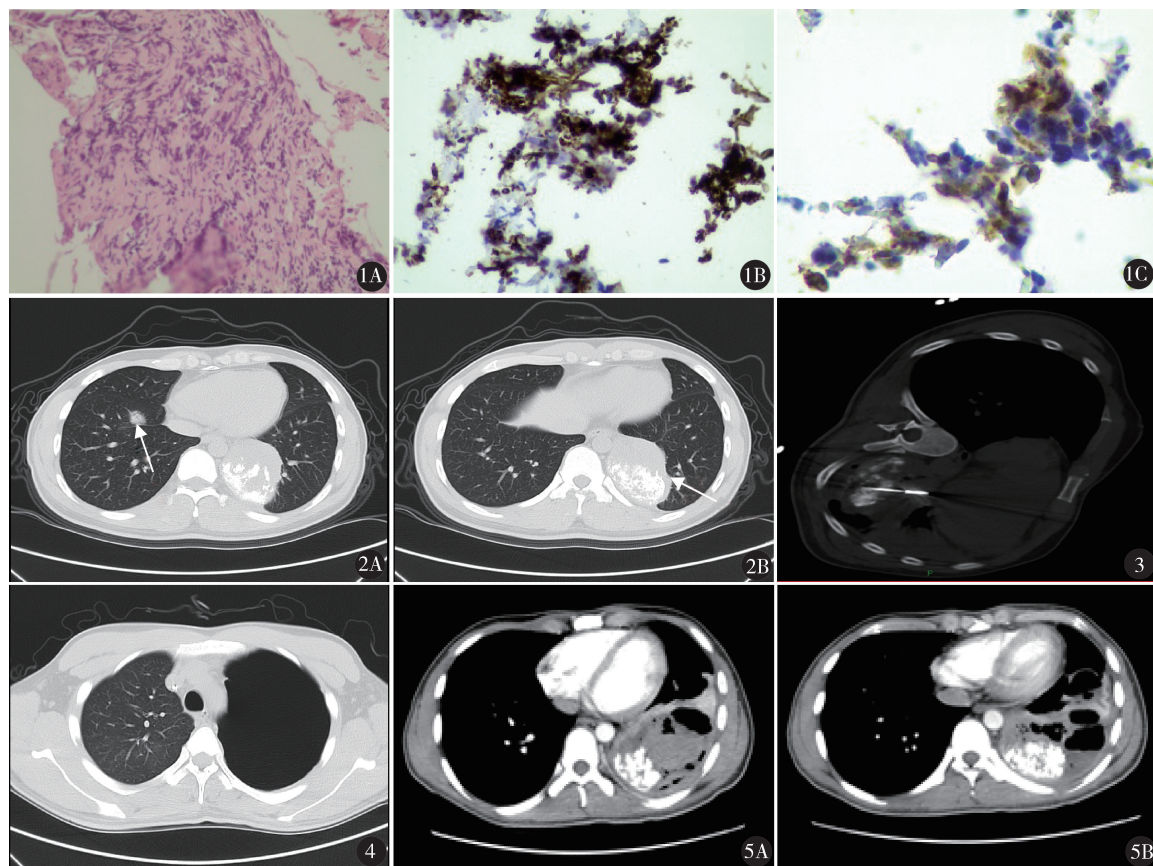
A. 显微镜下见少量肿瘤细胞呈弥漫性分布,呈梭形或小腺腔样结构(HE 染色 $\times 100$);B. 免疫组化:Vimentin(+)($\times 400$);C. 免疫组化:AE1/AE3(+)($\times 400$) 图 2 消融术前肺部平扫 CT A. 右肺结节;B. 左肺转移瘤 图 3 微波消融术中部分布针情况 图 4 消融术后 7 d 左侧胸腔大量气胸 图 5 消融术后 1 个月肺增强 CT A. 左肺转移瘤无强化;B. 左肺消融灶周围可见气体影及气液平面,局部气体较前减少
